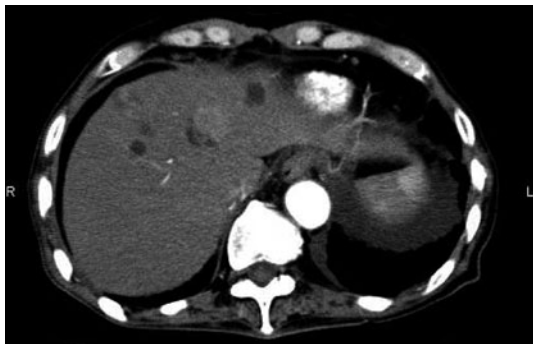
腹部造影 CT 検査所見。肝 S3、S4 領域に動脈相で淡い造影効果のある腫瘤性病変が認められ、肝細胞癌が疑われる。
